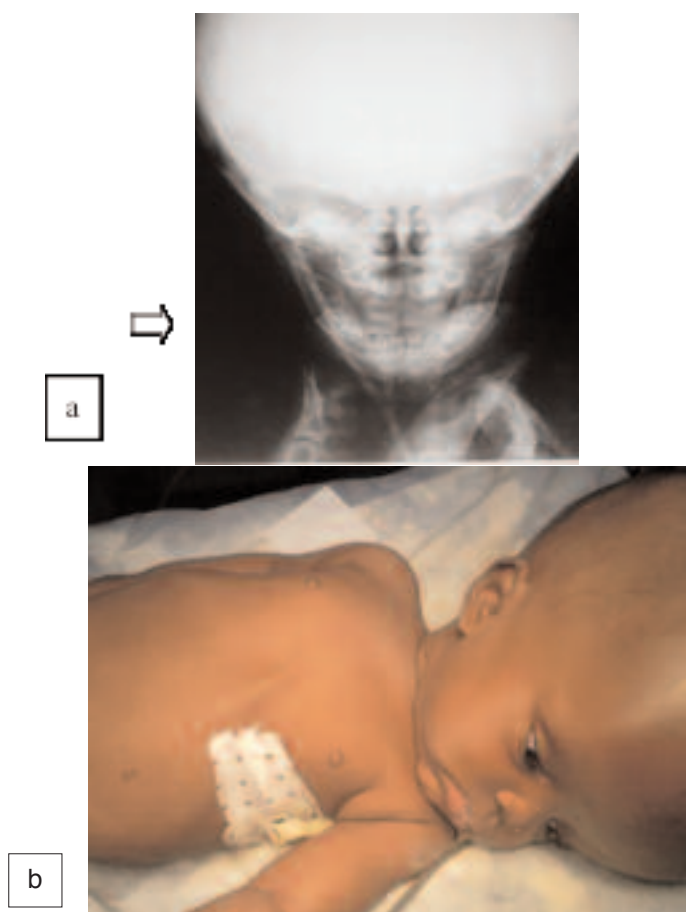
Complication mécanique d'une dérivation ventriculopéritonéale : migration du dispositif de dérivation avec le cathéter ventriculaire (flèche blanche) visible en région cervicale (a) à la radiographie standard et le réservoir (flèche noire) visible à la région xiphoïdienne (b)
